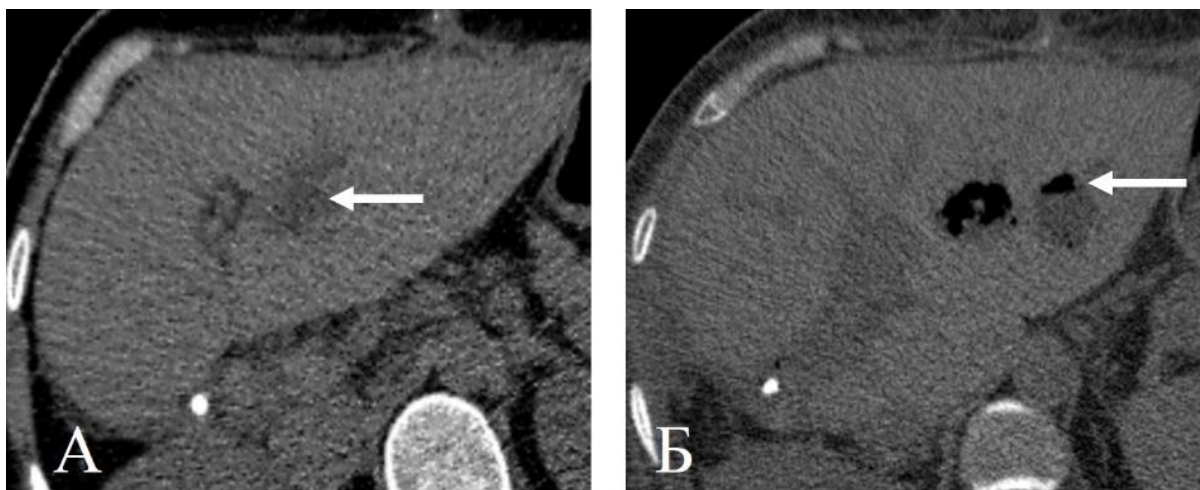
Пациент 47 лет с поражением печени при раке сигмовидной кишки. Нативная КТ (А) через 6 суток после ТЛЛНМ показывает локальное расширение желчных протоков (стрелка). КТ через 14 дней после ТЛЛНМ (Б) демонстрирует отграниченные скопления жидкости с включениями газа (стрелка)
